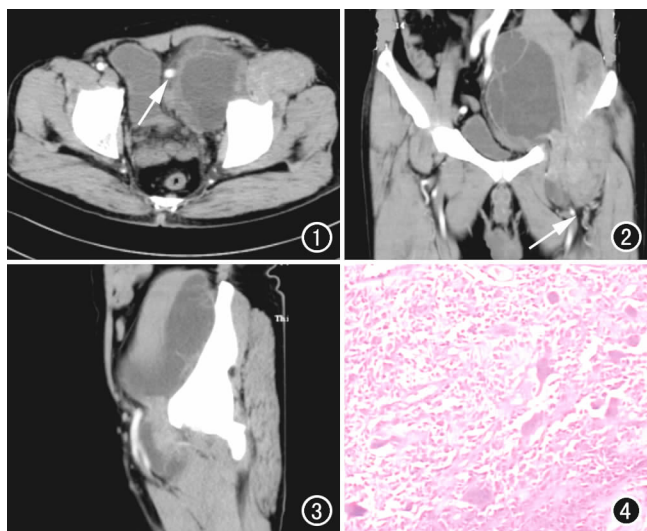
CT 增强扫描动脉期示左侧盆腔及腹股沟区囊实性肿块, 实性部分呈轻至中度不均匀强化, 囊性部分无强化, 分隔轻度强化, 髂动静脉受压内移(箭)。图 2 冠状面重建图像, 囊实性肿块起自腹主动脉分叉水平, 沿腰大肌、髂腰肌走行, 经腹股沟管到达股四头肌间隙内(箭), 与髋关节关系密切, 股动静脉受压前移。图 3 矢状面重建图像。图 4 镜下可见被覆增生的滑膜上皮, 其下梭形成纤维细胞中可见灶性组织细胞伴色素沉着, 多核巨细胞伴淋巴细胞、浆细胞浸润(×100, HE)。
